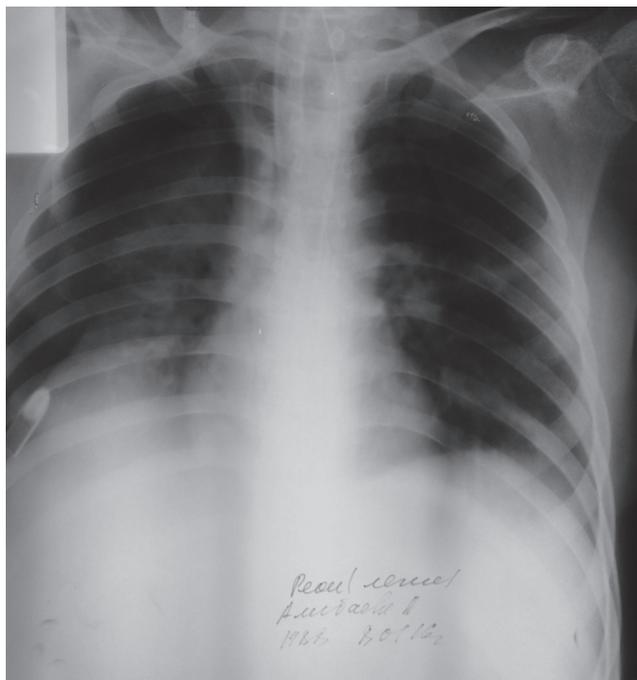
Рентген снимок легких больной А., 27 лет, от 08.01.2016 г. с развитием спонтанного пневмоторакса
